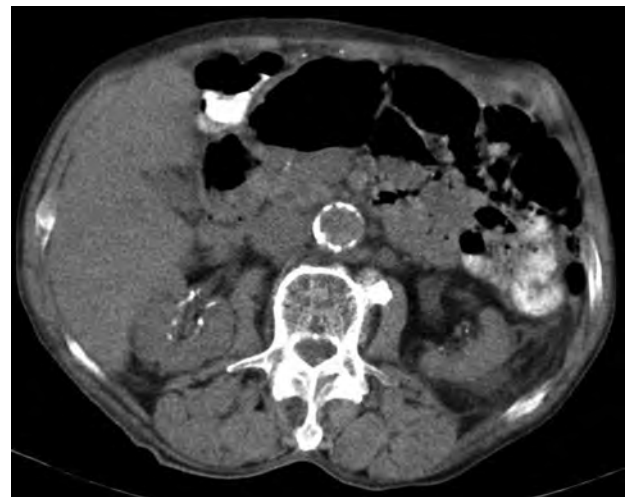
Окклюзия левой почечной артерии. КТ (3D, MIP). Экскреция контрастного препарата существенно замедлена по сравнению с контрлатеральной стороной. Справа определяется aberrантная почечная артерия к нижней трети почки.
